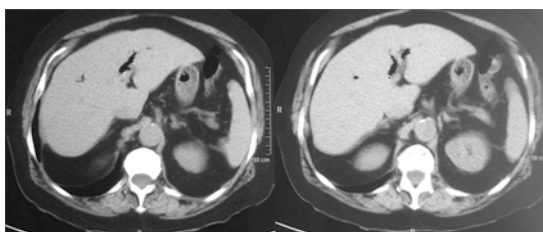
Corte sagital de tomografía de abdomen simple: vesícula escleroatrófica y neumobilia.
